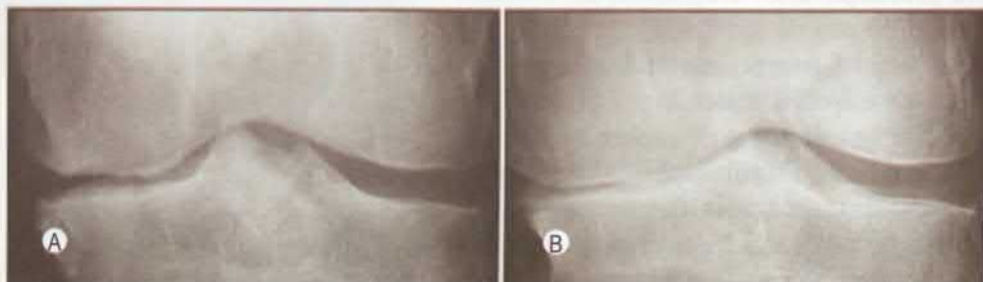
Distorsiunea și aplatizarea osului articular în OA. (a) Scleroza subcondrală pronunțată cu plisări în „nut și feder” pe suprafețele articulare mediale ale tibiei și femurului; (b) radiografie repetată peste 21 de luni, plisările sunt reduse sau absente, rezultând o suprafață articulară aplatizată (Hochberg, M.C. *Rheumatology*, 2010)
